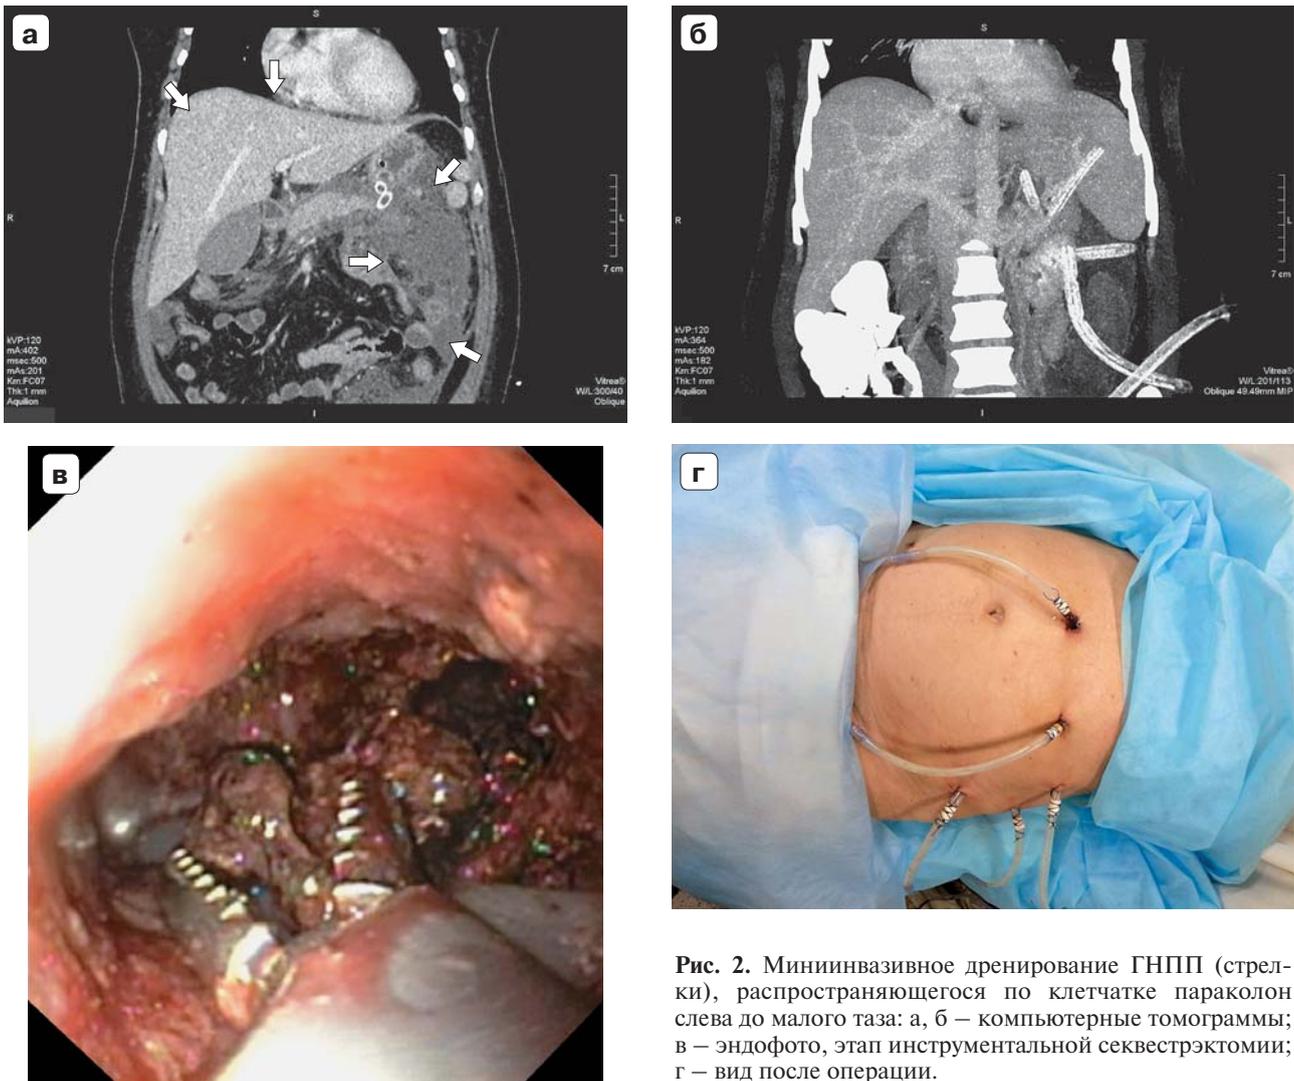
Миниинвазивное дренирование ГНПП (стрелки), распространяющегося по клетчатке параколону слева до малого таза: а, б – компьютерные томограммы; в – эндосфото, этап инструментальной секвестрэктомии; г – вид после операции.
